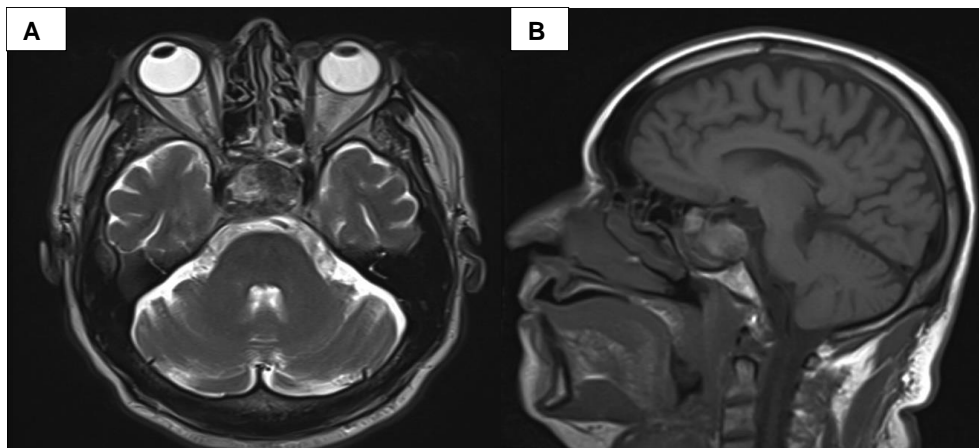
A: Resonancia magnética cerebral en corte axial con imagen ponderada en T2, donde se observa masa selar isointensa, con focos hiperintensos en su interior sugerentes de hemorragia tumoral, con extensión supraselar. B: Resonancia magnética cerebral en corte sagital, ponderada en T1, se observa lesión expansiva en región selar, isointensa con extensión supraselar que comprime el quiasma óptico, y extensión infraselar ocupando parcialmente el seno esfenoidal.
